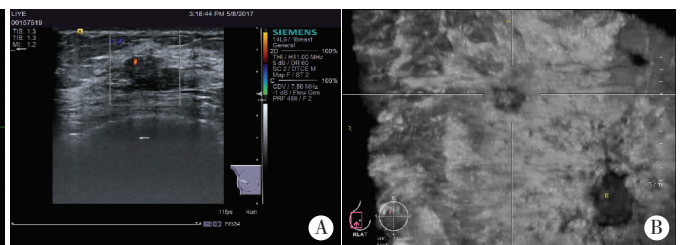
右乳导管原位癌(局部浸润)常规超声和 ABVS 图像
